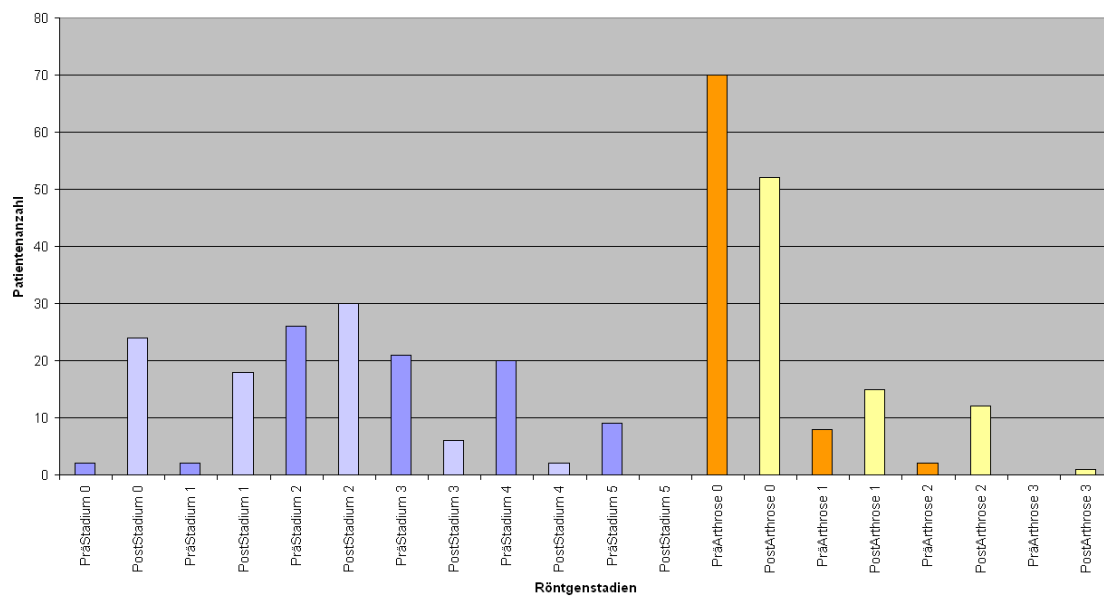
Prä- und postoperative Darstellung der Röntgenstadien
